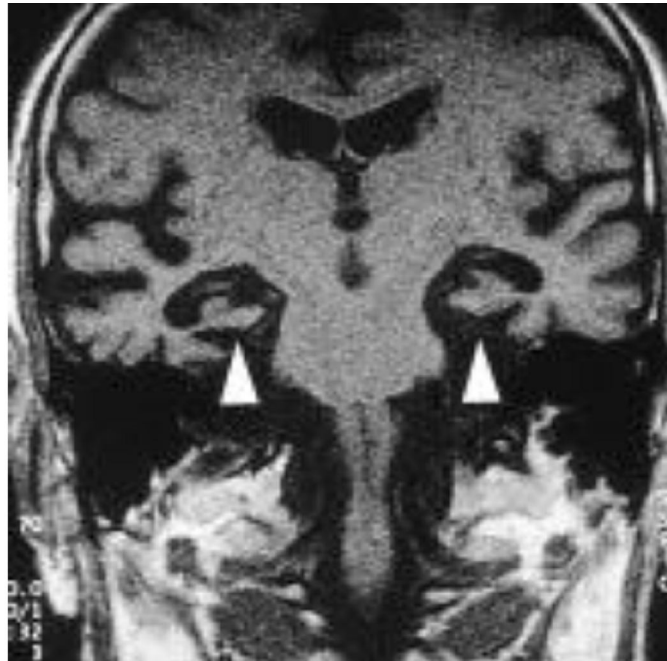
bis : IRM cérébrale, séquence T1, coupe coronale [91]
